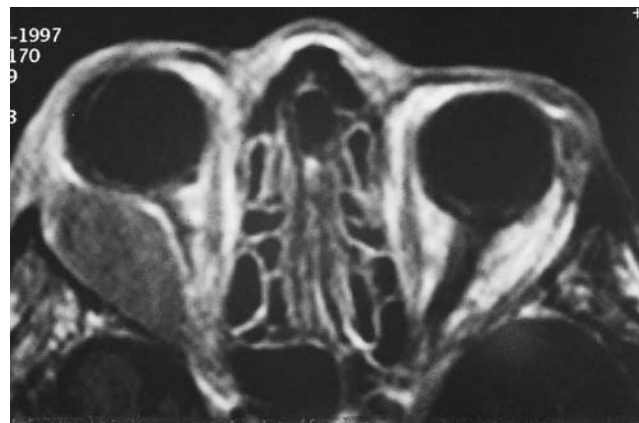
Аксиальная T1-взвешенная МР-томограмма: пациент, представленный на рисунке 39.5; в височной части правой глазницы определяется диффузное овоидное объемное образование.
